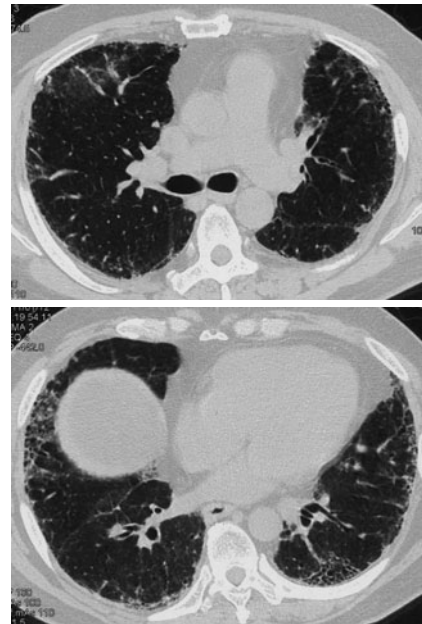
Chest CT scan on second admission showed reticular shadow and ground-glass opacities, predominantly in subpleural areas of the lower lobes without a honeycomb shadow. Volume loss in both inferior lobes was observed.
